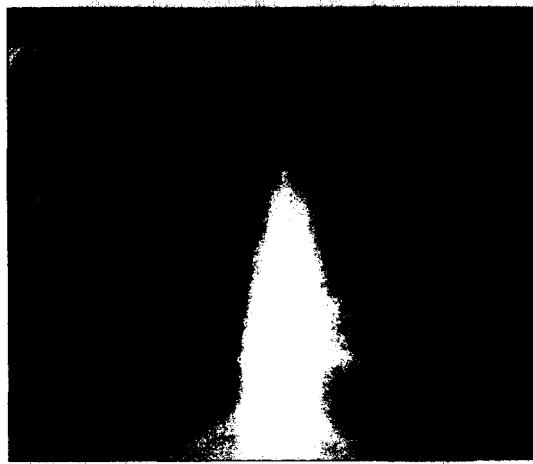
Chest X-ray on 1999.12.6 which shows milliary shadows on both mid and lower lung fields.
